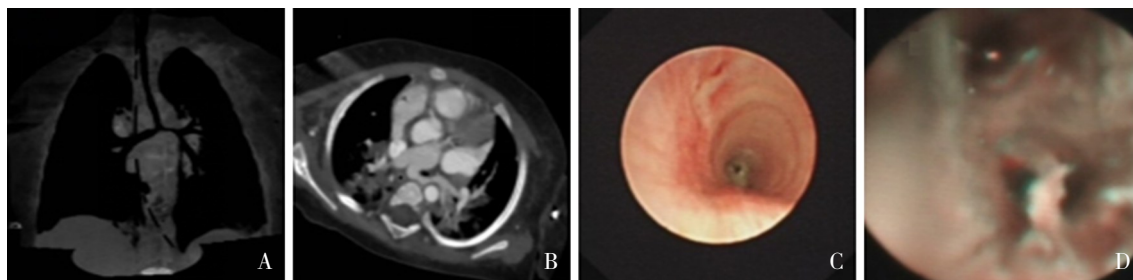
病例2 A: 术前CT示气管下段及左主支气管狭窄; B: CT血管造影示肺动脉吊带; C: 支气管测量狭窄段近端距声门3.5 cm; D: 术后支气管镜下显示气管狭窄较前好转, 第4天隆突及双侧主支气管开口吻合口附近黏膜糜烂、苍灰发黑, 坏死物增多。
